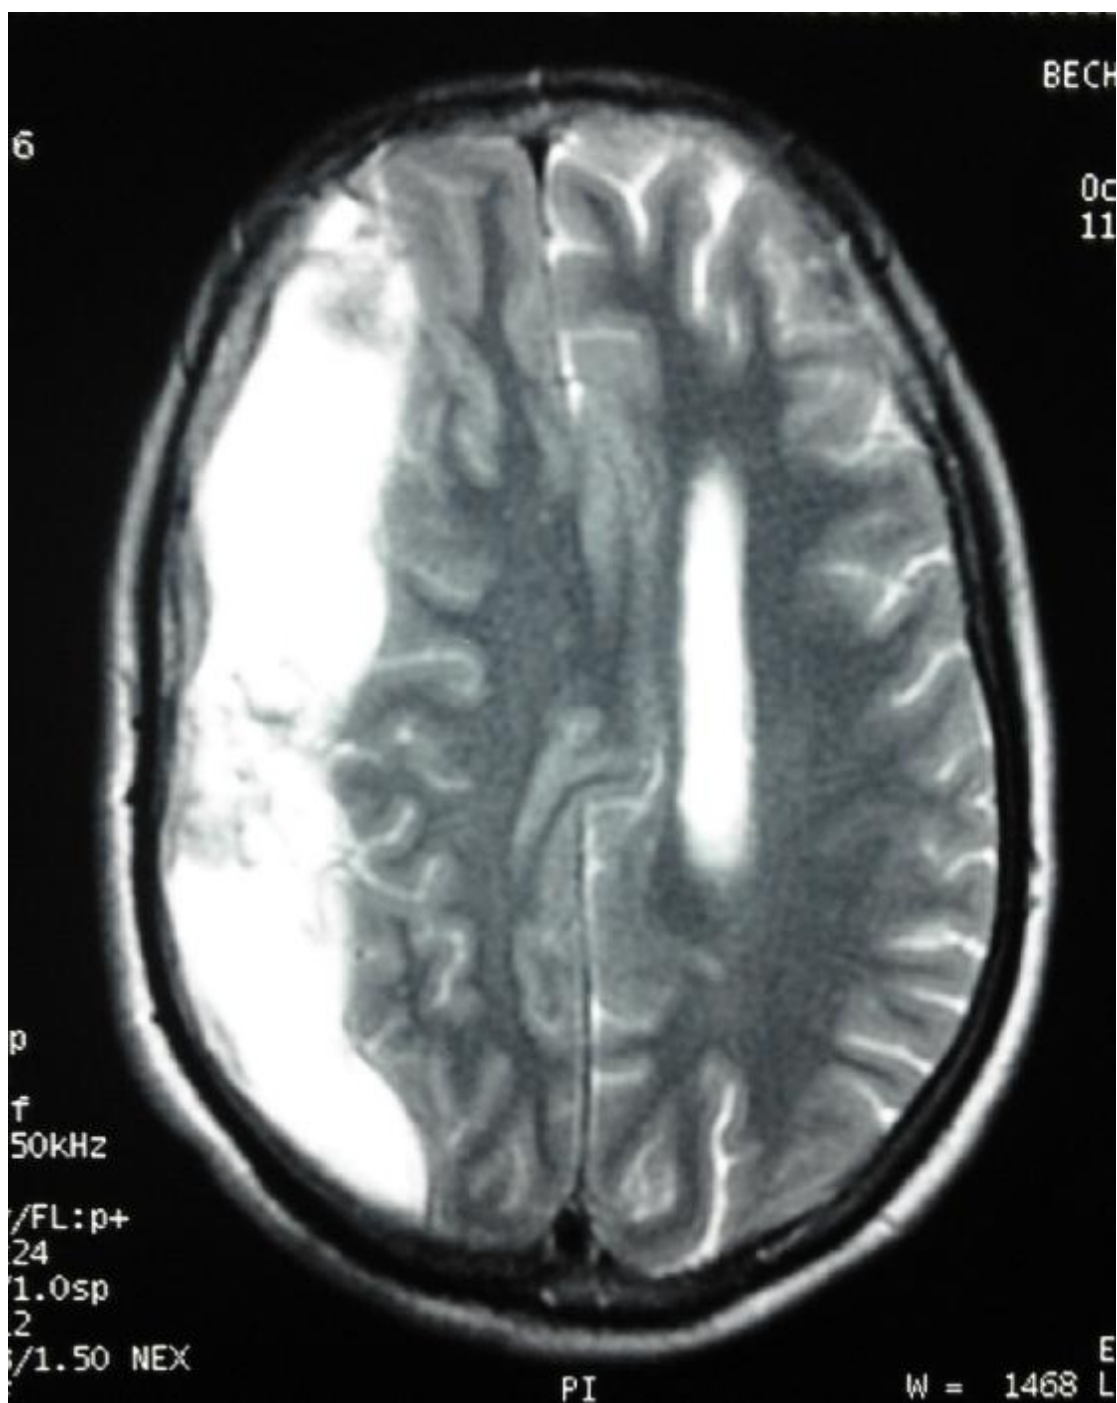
coupe IRM en T2 du même HSDC droit apparait en hypersignal.
